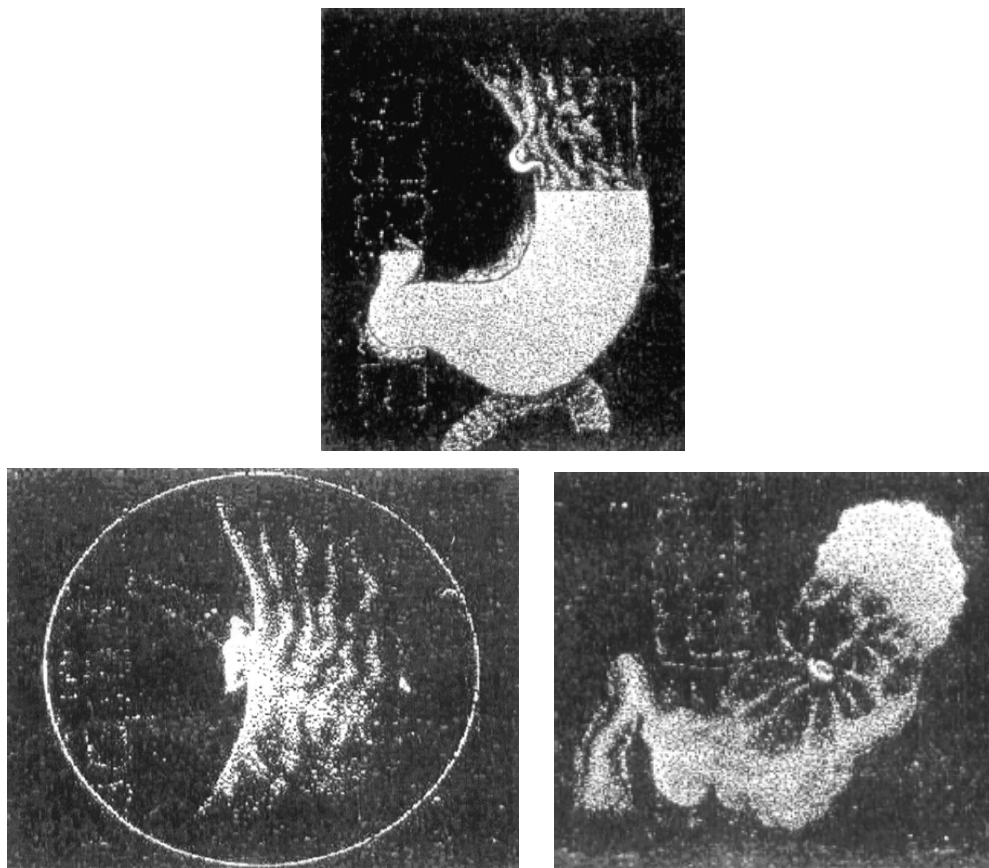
Рентгенологические признаки пенетрации
